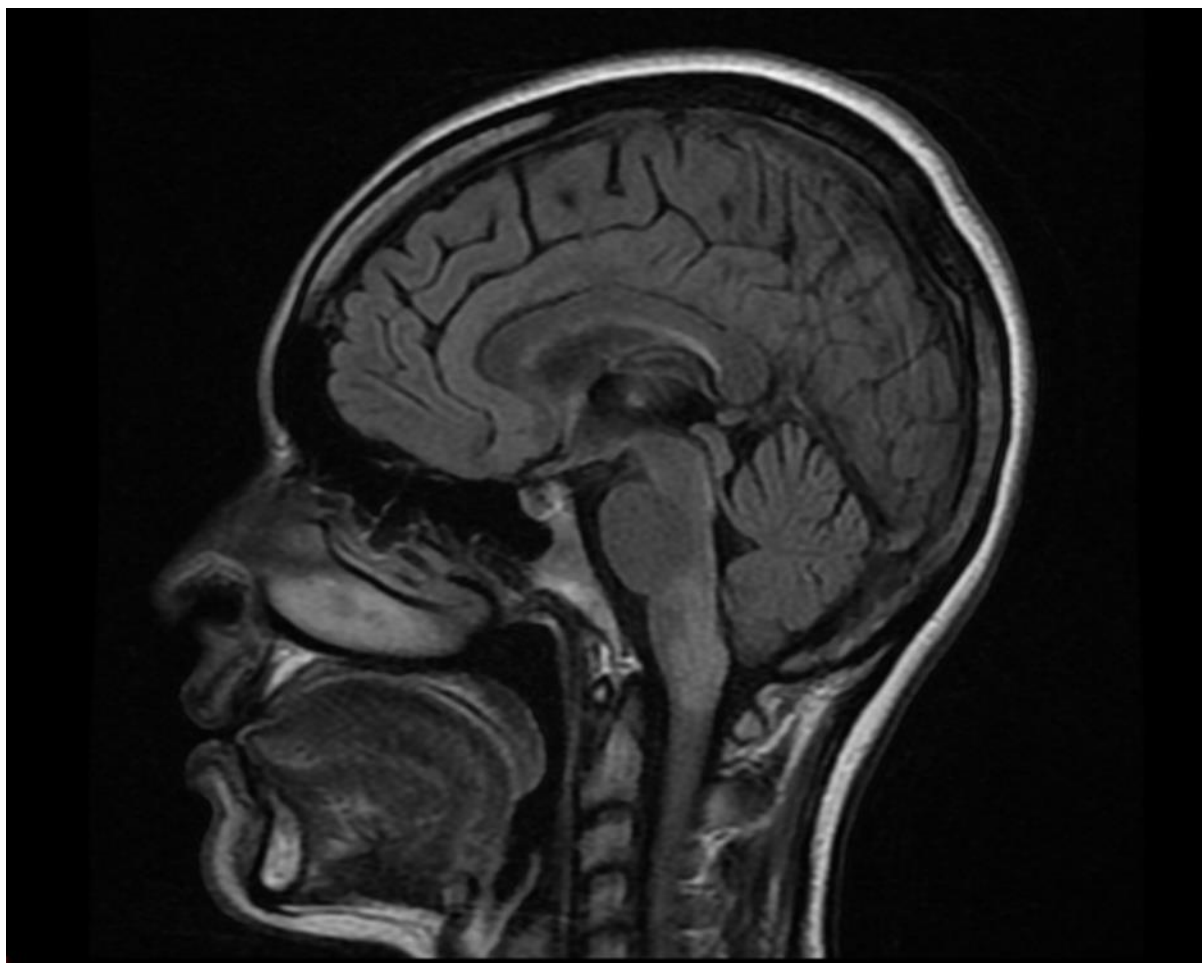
Resonancia magnética de cerebro en corte sagital, secuencia FLAIR/T2. Reveló una lesión hiperintensa involucrando el área postrema
